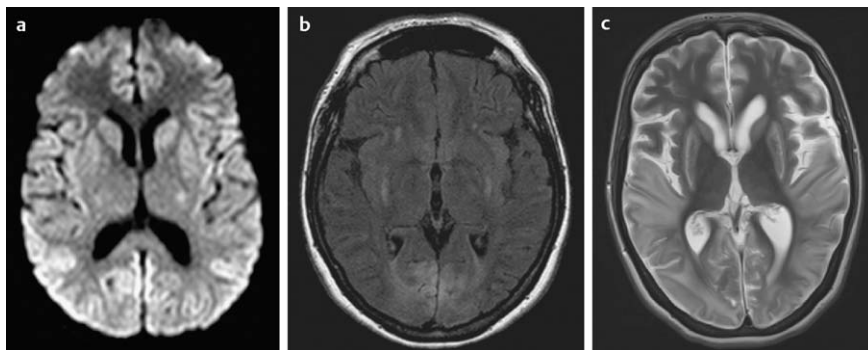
MRT des hypoxischen Hirnschadens. MRT Beispiele von 3 verschiedenen Patienten mit hypoxischem Hirnschaden. a In der DWI in der frühen Phase hyperintenses Signal des Kortex, insbesondere okzipital, sowie symmetrisch in den Basalganglien. b FLAIR Sequenz eine Woche nach Reanimation mit Hyperintensitäten symmetrisch okzipital und in den Basalganglien. c T2-gewichtete MRT mehrere Wochen nach Reanimation, mit Befund einer posthypoxischen Leukenzephalopathie okzipito-temporal sowie bilateral in den Basalganglien, weniger ausgeprägt auch frontal.
